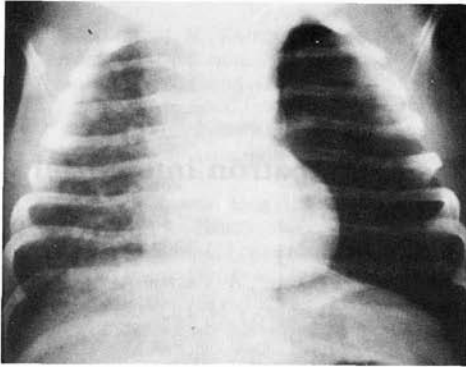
Radiografía de tórax realizada a los 9 días de edad que muestra un infiltrado pulmonar difuso, de características reticulo-nodulares con pequeño neumotórax izquierdo.
